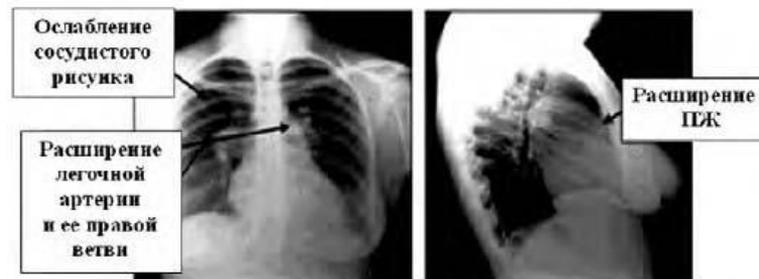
Прямая и правая боковая рентгенограммы органов грудной клетки при идиопатической легочной гипертензии (ПЖ – правый желудочек)
